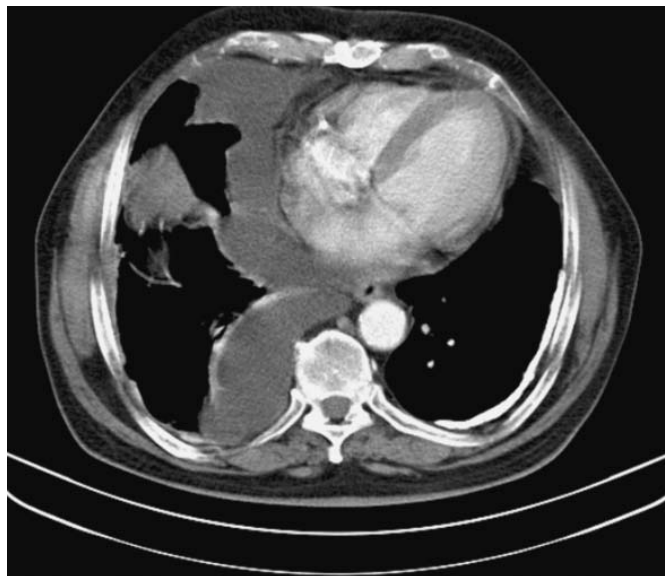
CT-Thoraxaufnahme vor Therapie.
